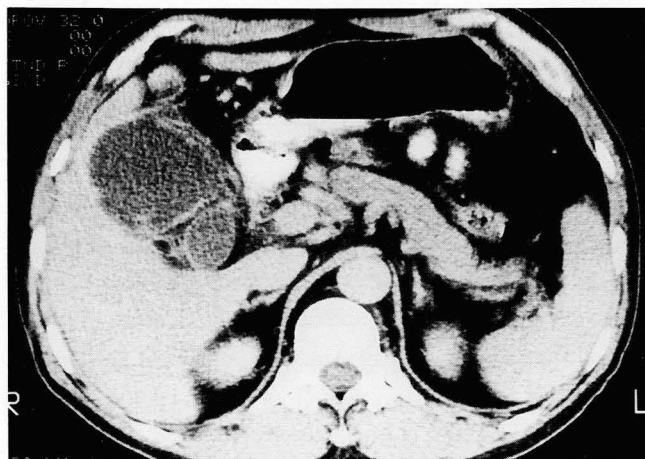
A 63-year-old man with complicated cholecystitis. Enhanced CT image shows gallbladder wall is diffusely and regularly thickened.
